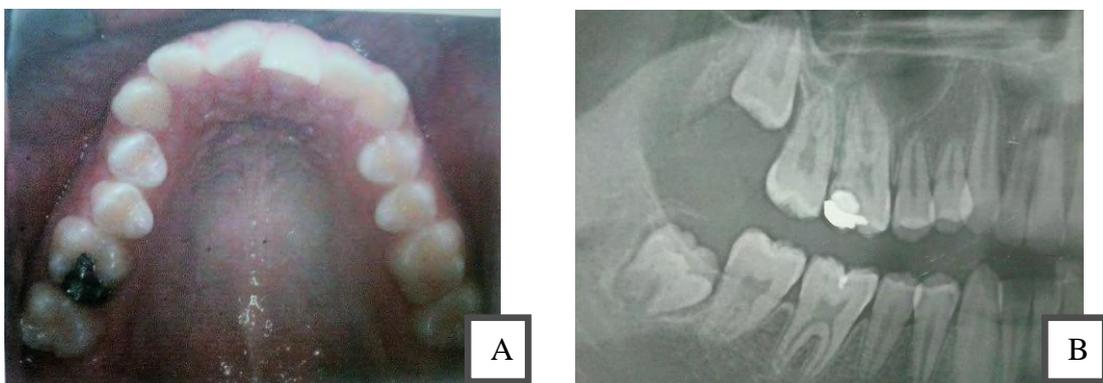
Exploración clínica: A) Foto clínica. B) Radiografía. Fuente directa
